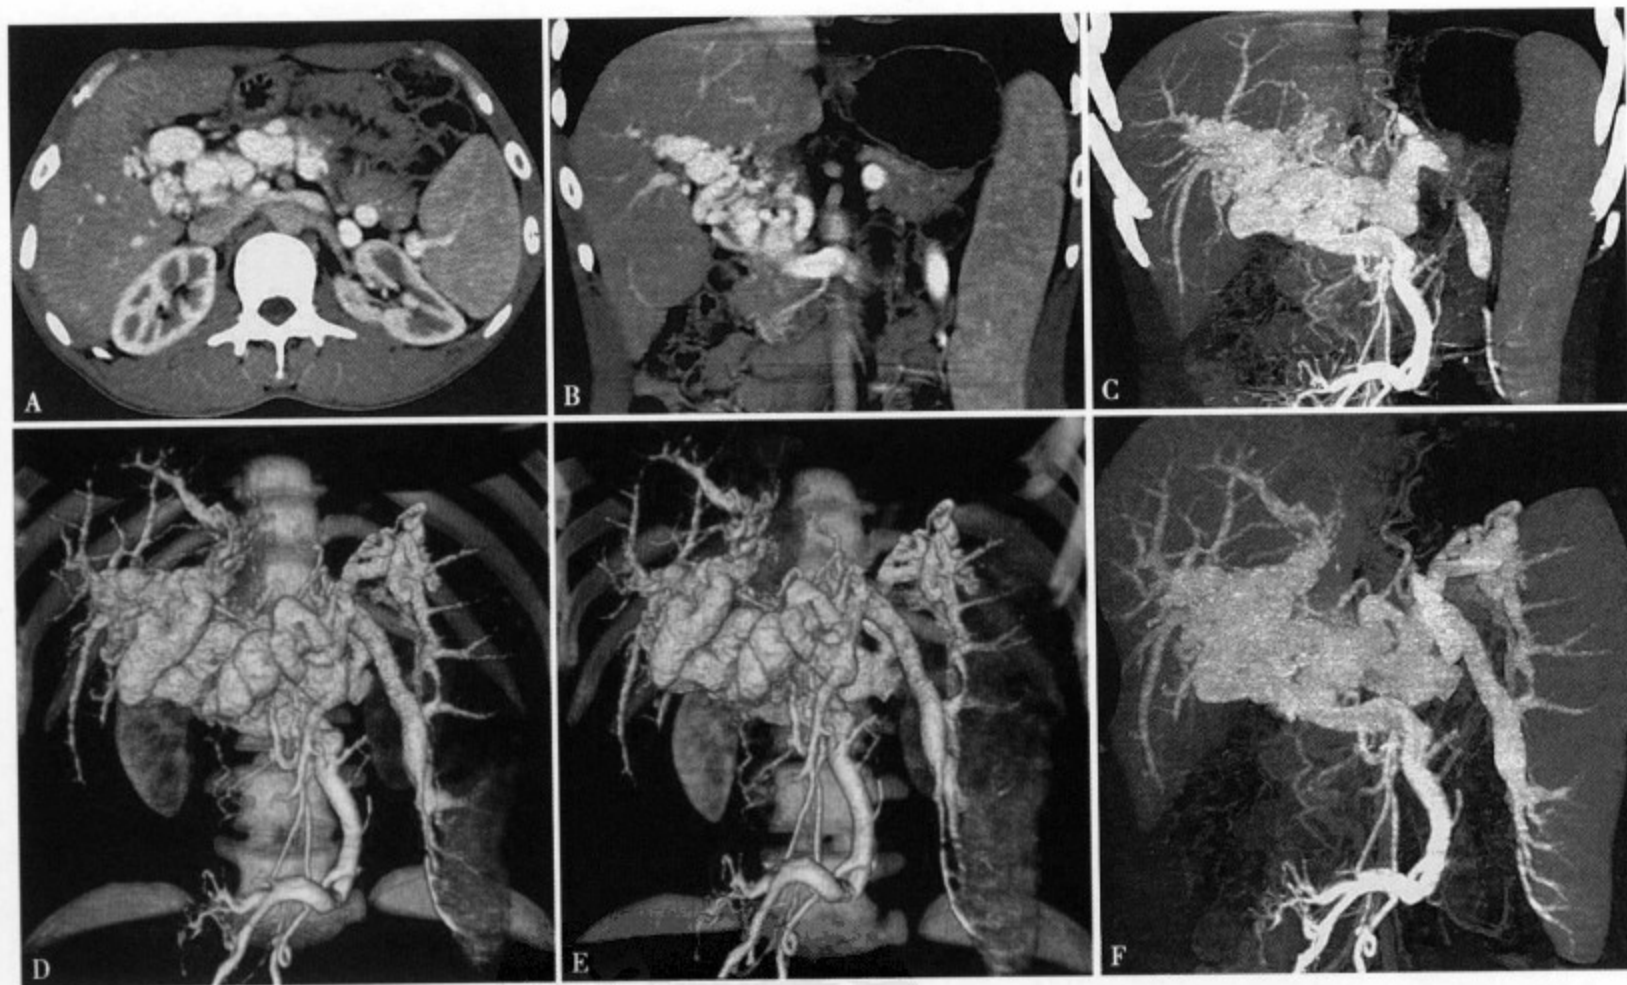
CT 增强扫描轴位 (A) 和冠状位重建图像 (B)、CTA (C~F) 显示门静脉和脾静脉扩张迂曲呈网状，向肝内、脾内延伸，肠系膜上静脉也迂曲扩张
